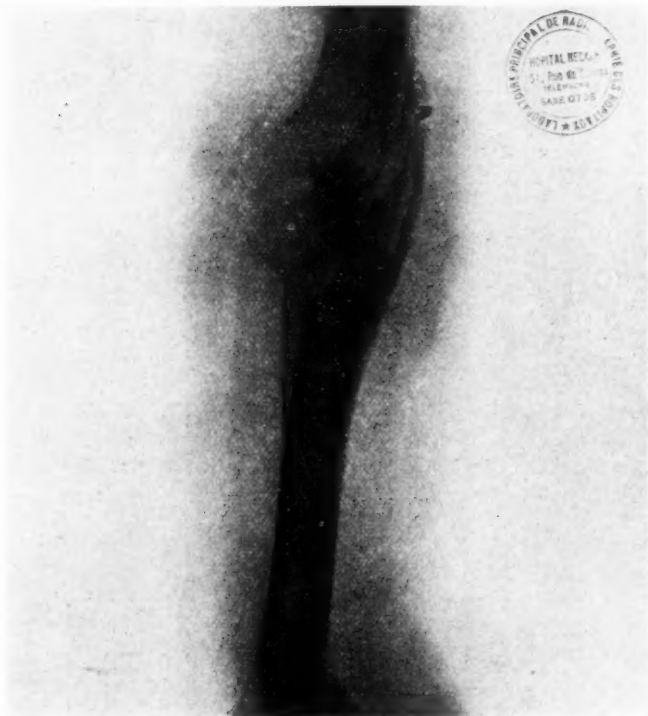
Radiographie d'un sarcome de l'humérus ; fracture spontanée, extrémités osseuses éburnées.
